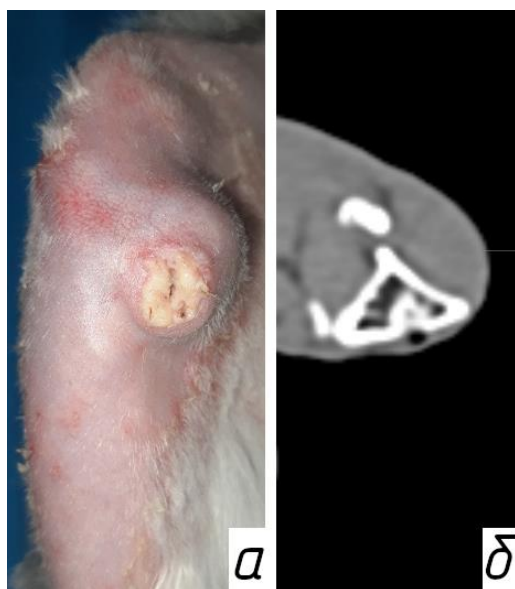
а - вид раны на 21-е сутки после оперативного вмешательства; б - компьютерная томография остеомиелитического очага проксимального метаэпифиза правой большеберцовой кости на 21-е сутки после оперативного вмешательства
